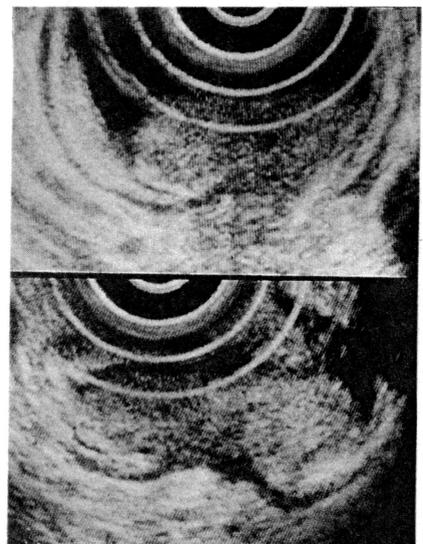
EUS. 腫瘍エコーにより第3層は完全に断裂し第4層と広く接している。深達度pm₂からssと診断した。
